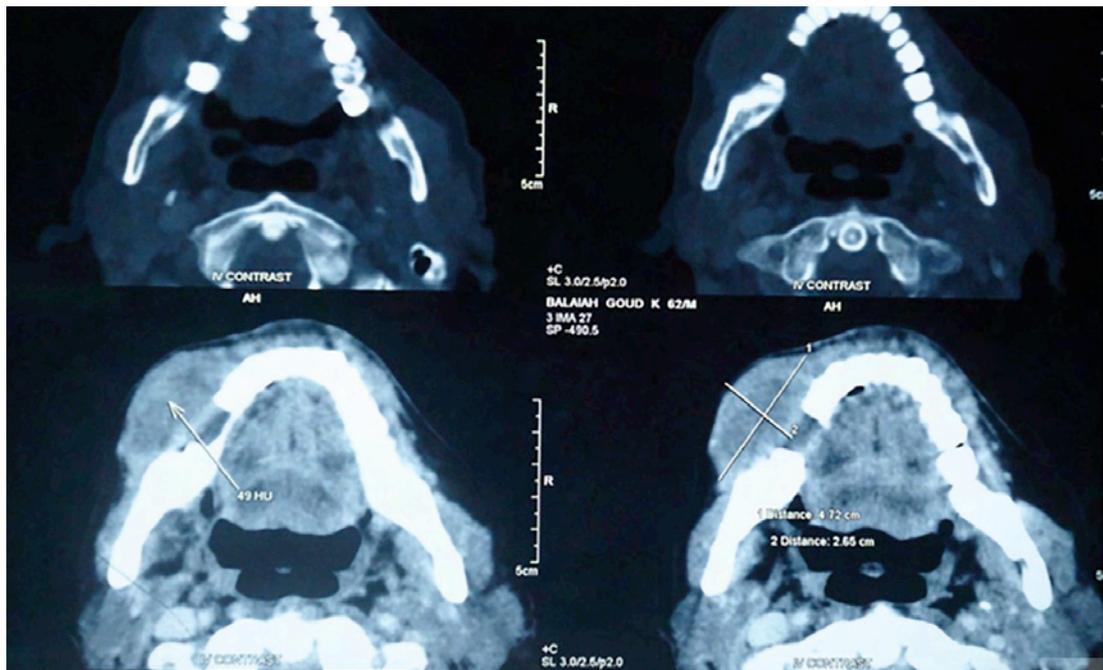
Tomografía computarizada que muestra una lesión lítica extensa que involucra la rama y el cóndilo con la destrucción del borde inferior de la mandíbula. (28)
